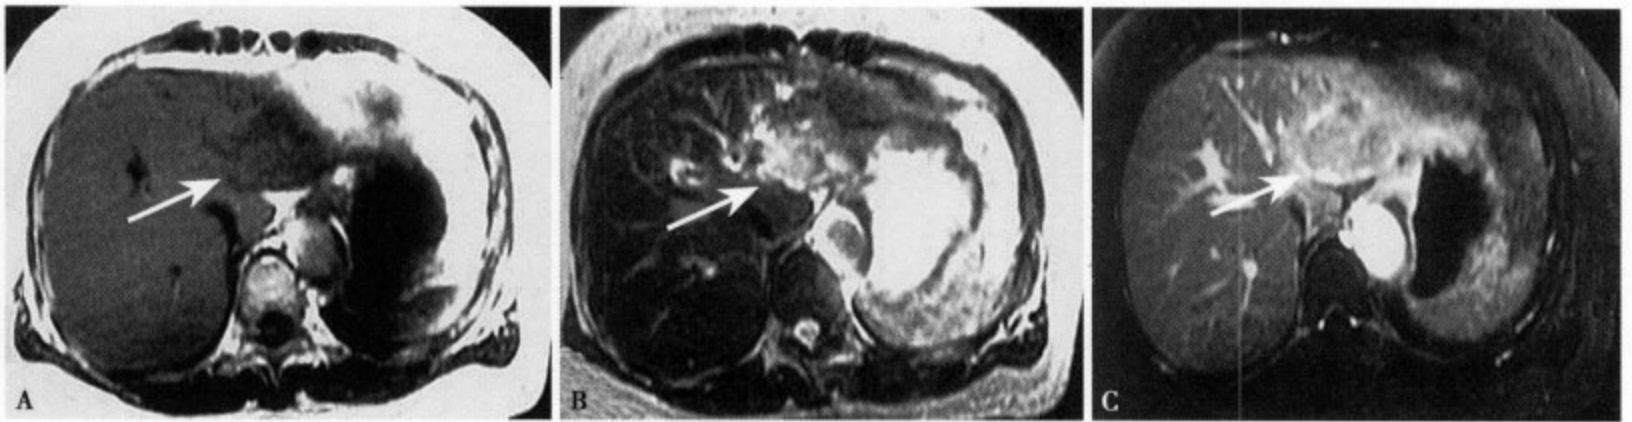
MRI T₁WI (A) 肿瘤呈稍低信号, 边缘不清; T₂WI (B) 肿瘤呈不均匀高信号, 边界大部分清楚, 但边缘不规则; 增强 MRI (C) 肿瘤的边缘部呈不规则环状强化, 同时中心可见强化的隔壁
